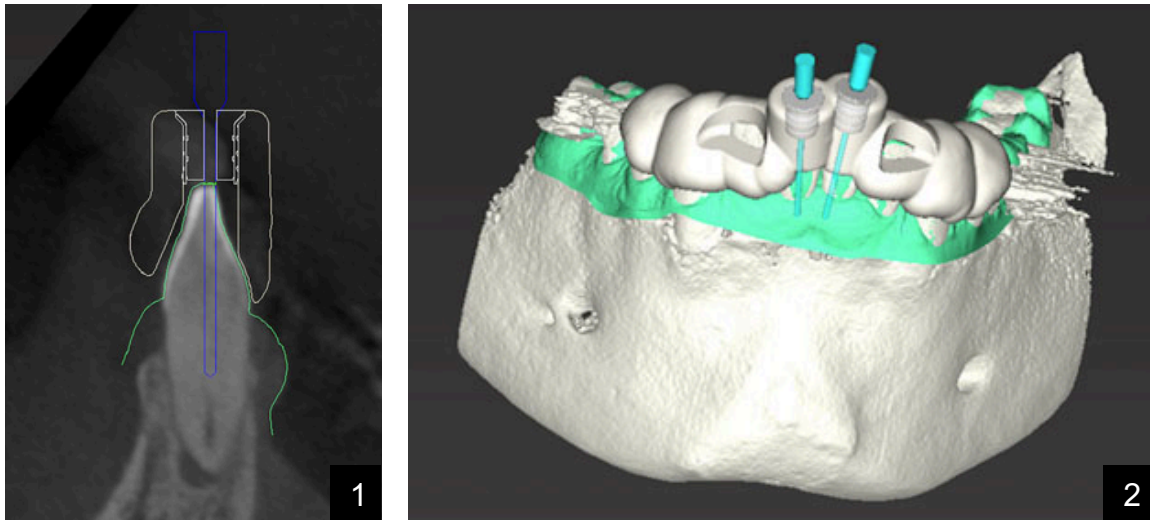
Coupe sagittale issue du CBCT (1) où les positions du foret, de la douille et de l'épaisseur du guide sont objectivées. À noter que l'extrémité du foret pointe vers le début de la lumière canalaire.
